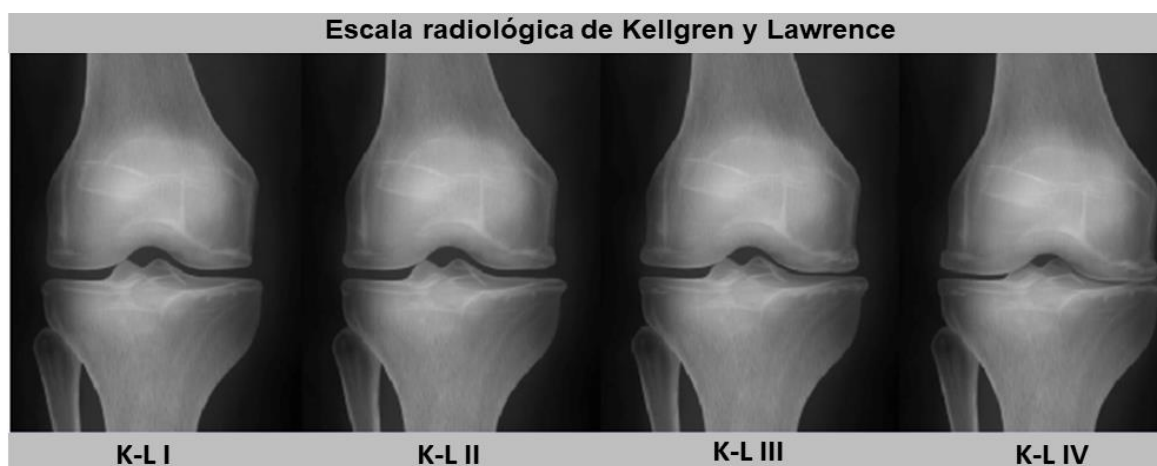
Imágenes representativas de radiografías correspondientes a los diferentes grados de severidad de OA en función del grado K-L (Adaptada de Antony *et al.*, 2016).
